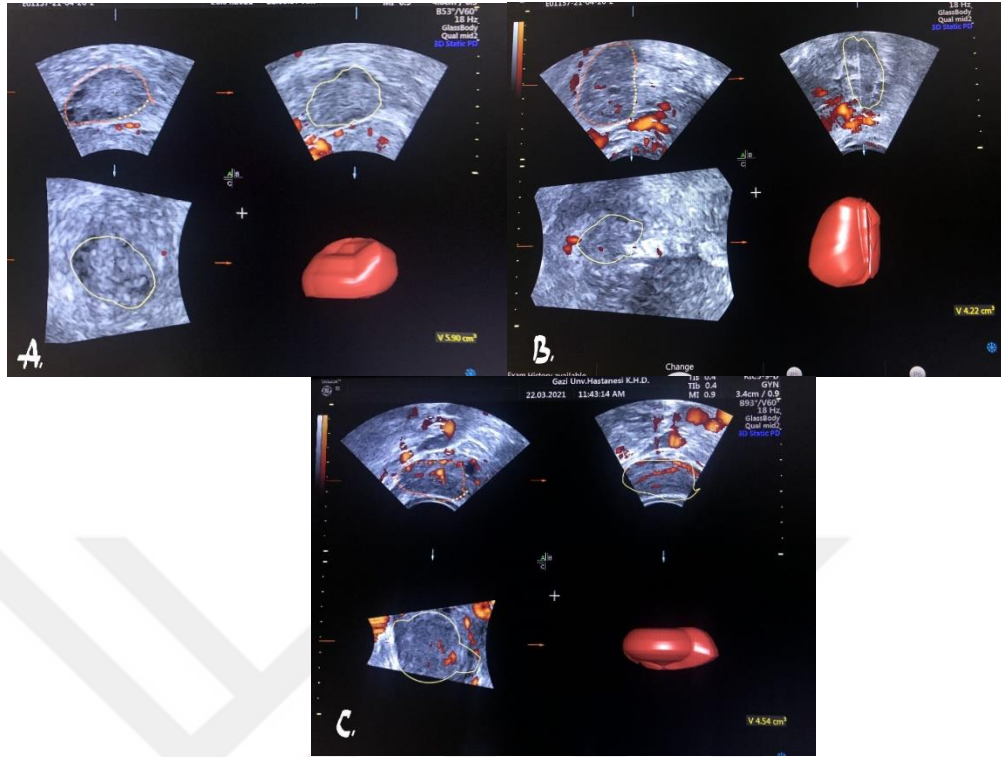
3 boyutlu power doppler ultrason VOCAL yazılımı histogram analizi ile ovaryen stromal kan akımı ölçümü.
